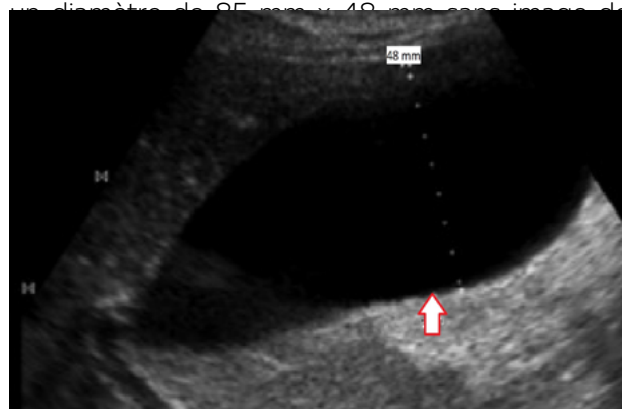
échographie abdominale montrant une importante distension de la vésicule biliaire qui présente un diamètre 48 mm et une longueur de de 85 mm sans image de calcul avec une paroi fine (flèche).
